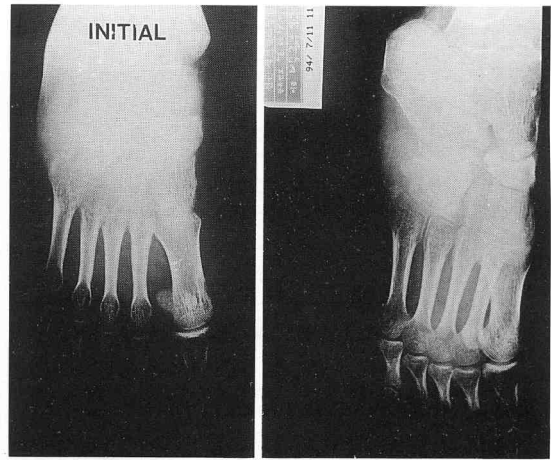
Initial A-P & oblique radiography of right foot demonstrates no specific finding except osteopenia on mid foot.
